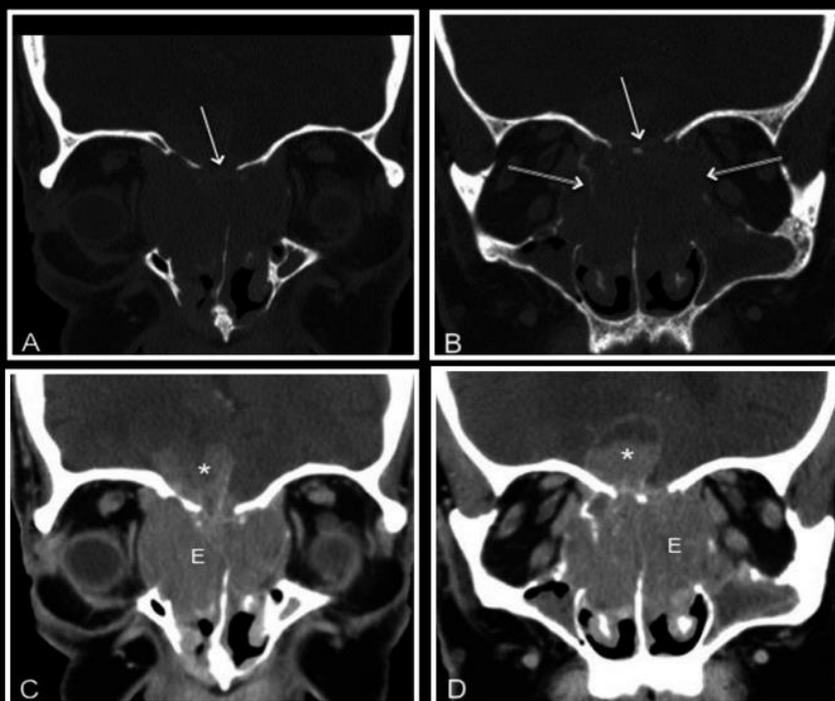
A tomografia computadorizada coronal da face em janela de osso (A, B) e de partes moles (C, D) demonstra neuroblastoma olfatório (E) que aumenta avidamente a cavidade nasal e se estende para as órbitas e intracranialmente (asterisco). A massa erodiu o assoalho da fossa craniana anterior (seta única) e a lâmina papirácea bilateralmente (seta dupla).
